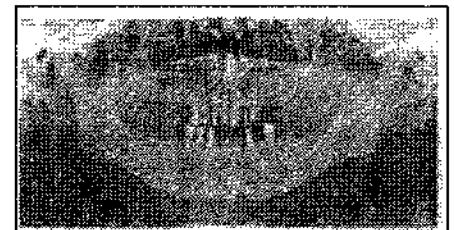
Фрагмент ортопантомограми пацієнтки К., 1951 р.н. (витяг з медичної картки №2322). Первинне ендодонтичне лікування, депульпування 35 вітального зуба з метою підготовки під протезування
